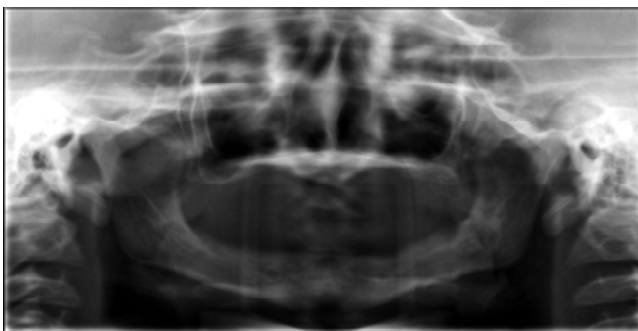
Ortopantomografía (Radiografía panorámica) donde se observa ausencia total de órganos dentales.
